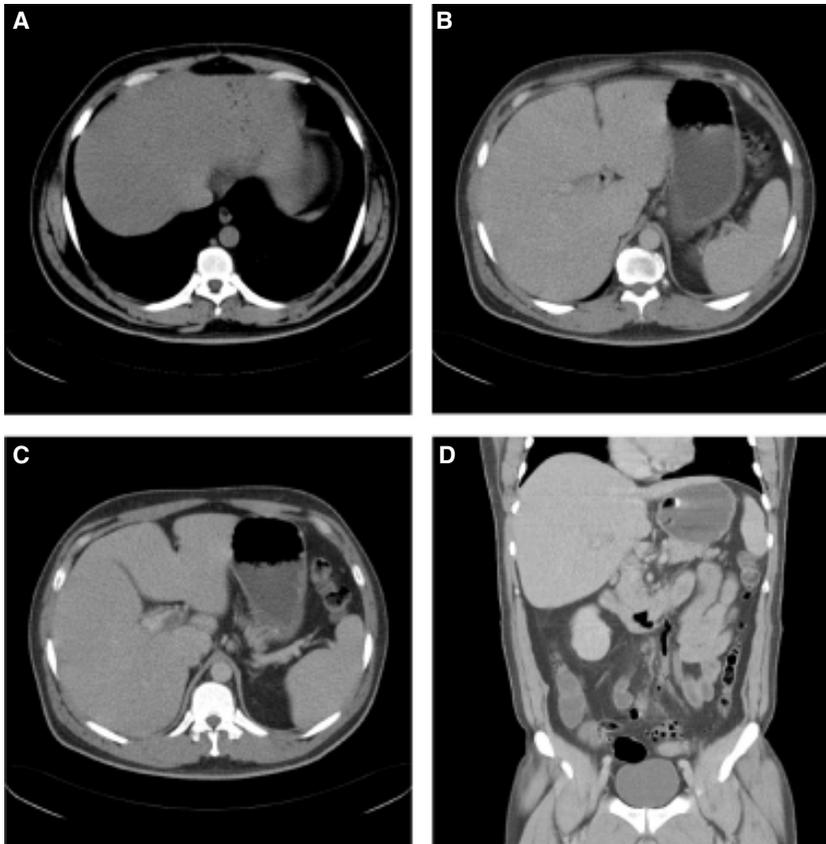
A-C. Paciente número 17. Hallazgo de absceso hepático piógeno por ultrasonido; a pesar del manejo médico-terapéutico instalado persistió con mal estado general y síndrome febril. En el estudio de TC se identificó tromboflebitis séptica con trombo intraventricular derecho; trombosis portal de la rama izquierda parcialmente obstructiva y trombosis venosa gonadal izquierda parcialmente obstructiva.
